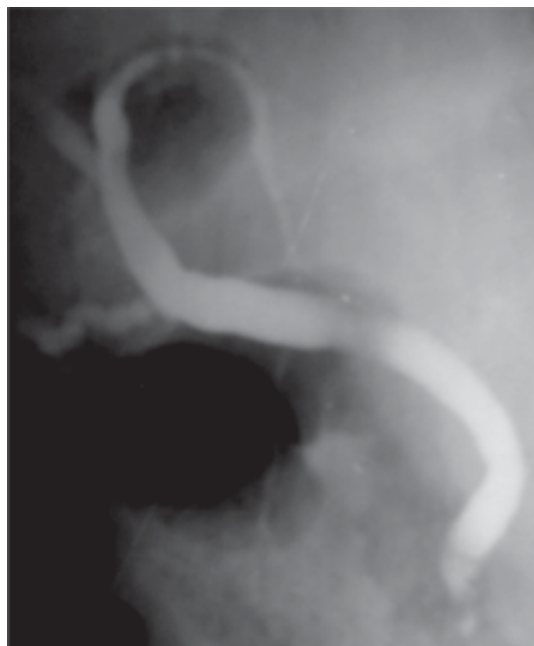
Рентгенограмма. Одиночные тени в просвете желчных и панкреатических протоков.
